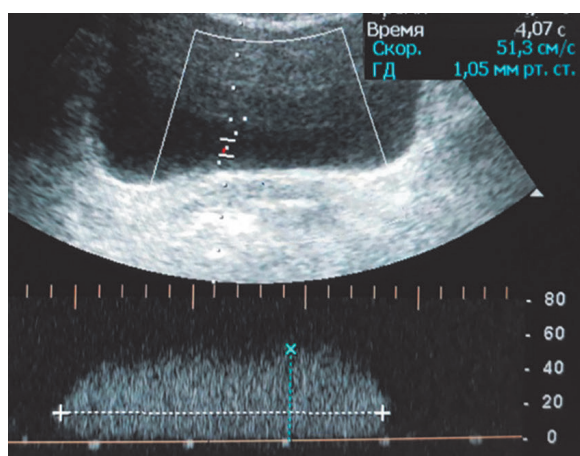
Doppler spectrum of the urine jet. V_{max} – 51.3 cm/s, jet duration – 4.07 s.
